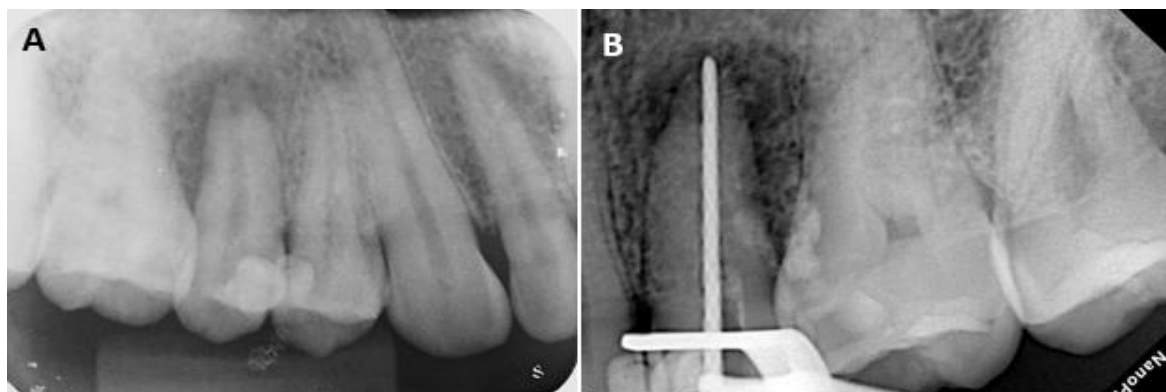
Primera cita. A: Radiografía periapical inicial que muestra la presencia de lesión periapical asociada al órgano dentario 2.5, compatible con necrosis pulpar. B: Radiografía de conductometría, en la que se determinó la longitud de trabajo con lima manual.
